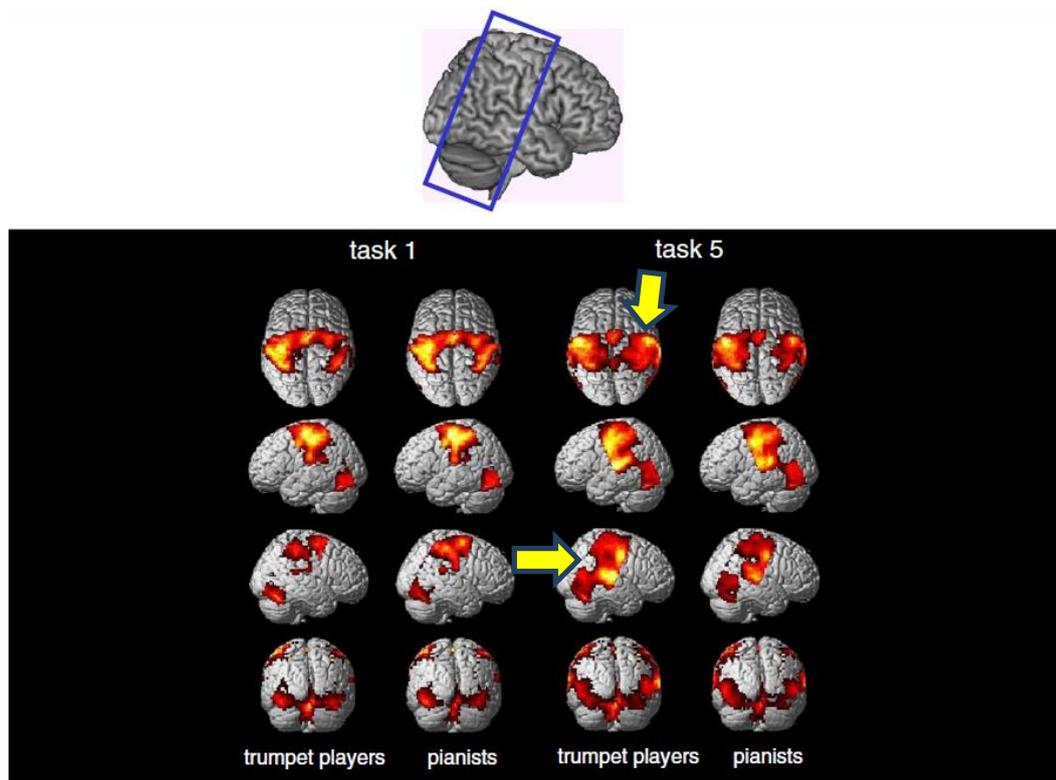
IRM comparatif d'un joueur de trompette et d'un pianiste lors du jeu à la trompette. On note une plus grande étendue d'activation ainsi qu'une plus forte activité lors du jeu à la trompette (task 5) chez le trompettiste que chez le pianiste. Par contre, on voit que lors de la seule mobilisation des doigts (task 1) les aires activées sont sensiblement identiques. (22)
